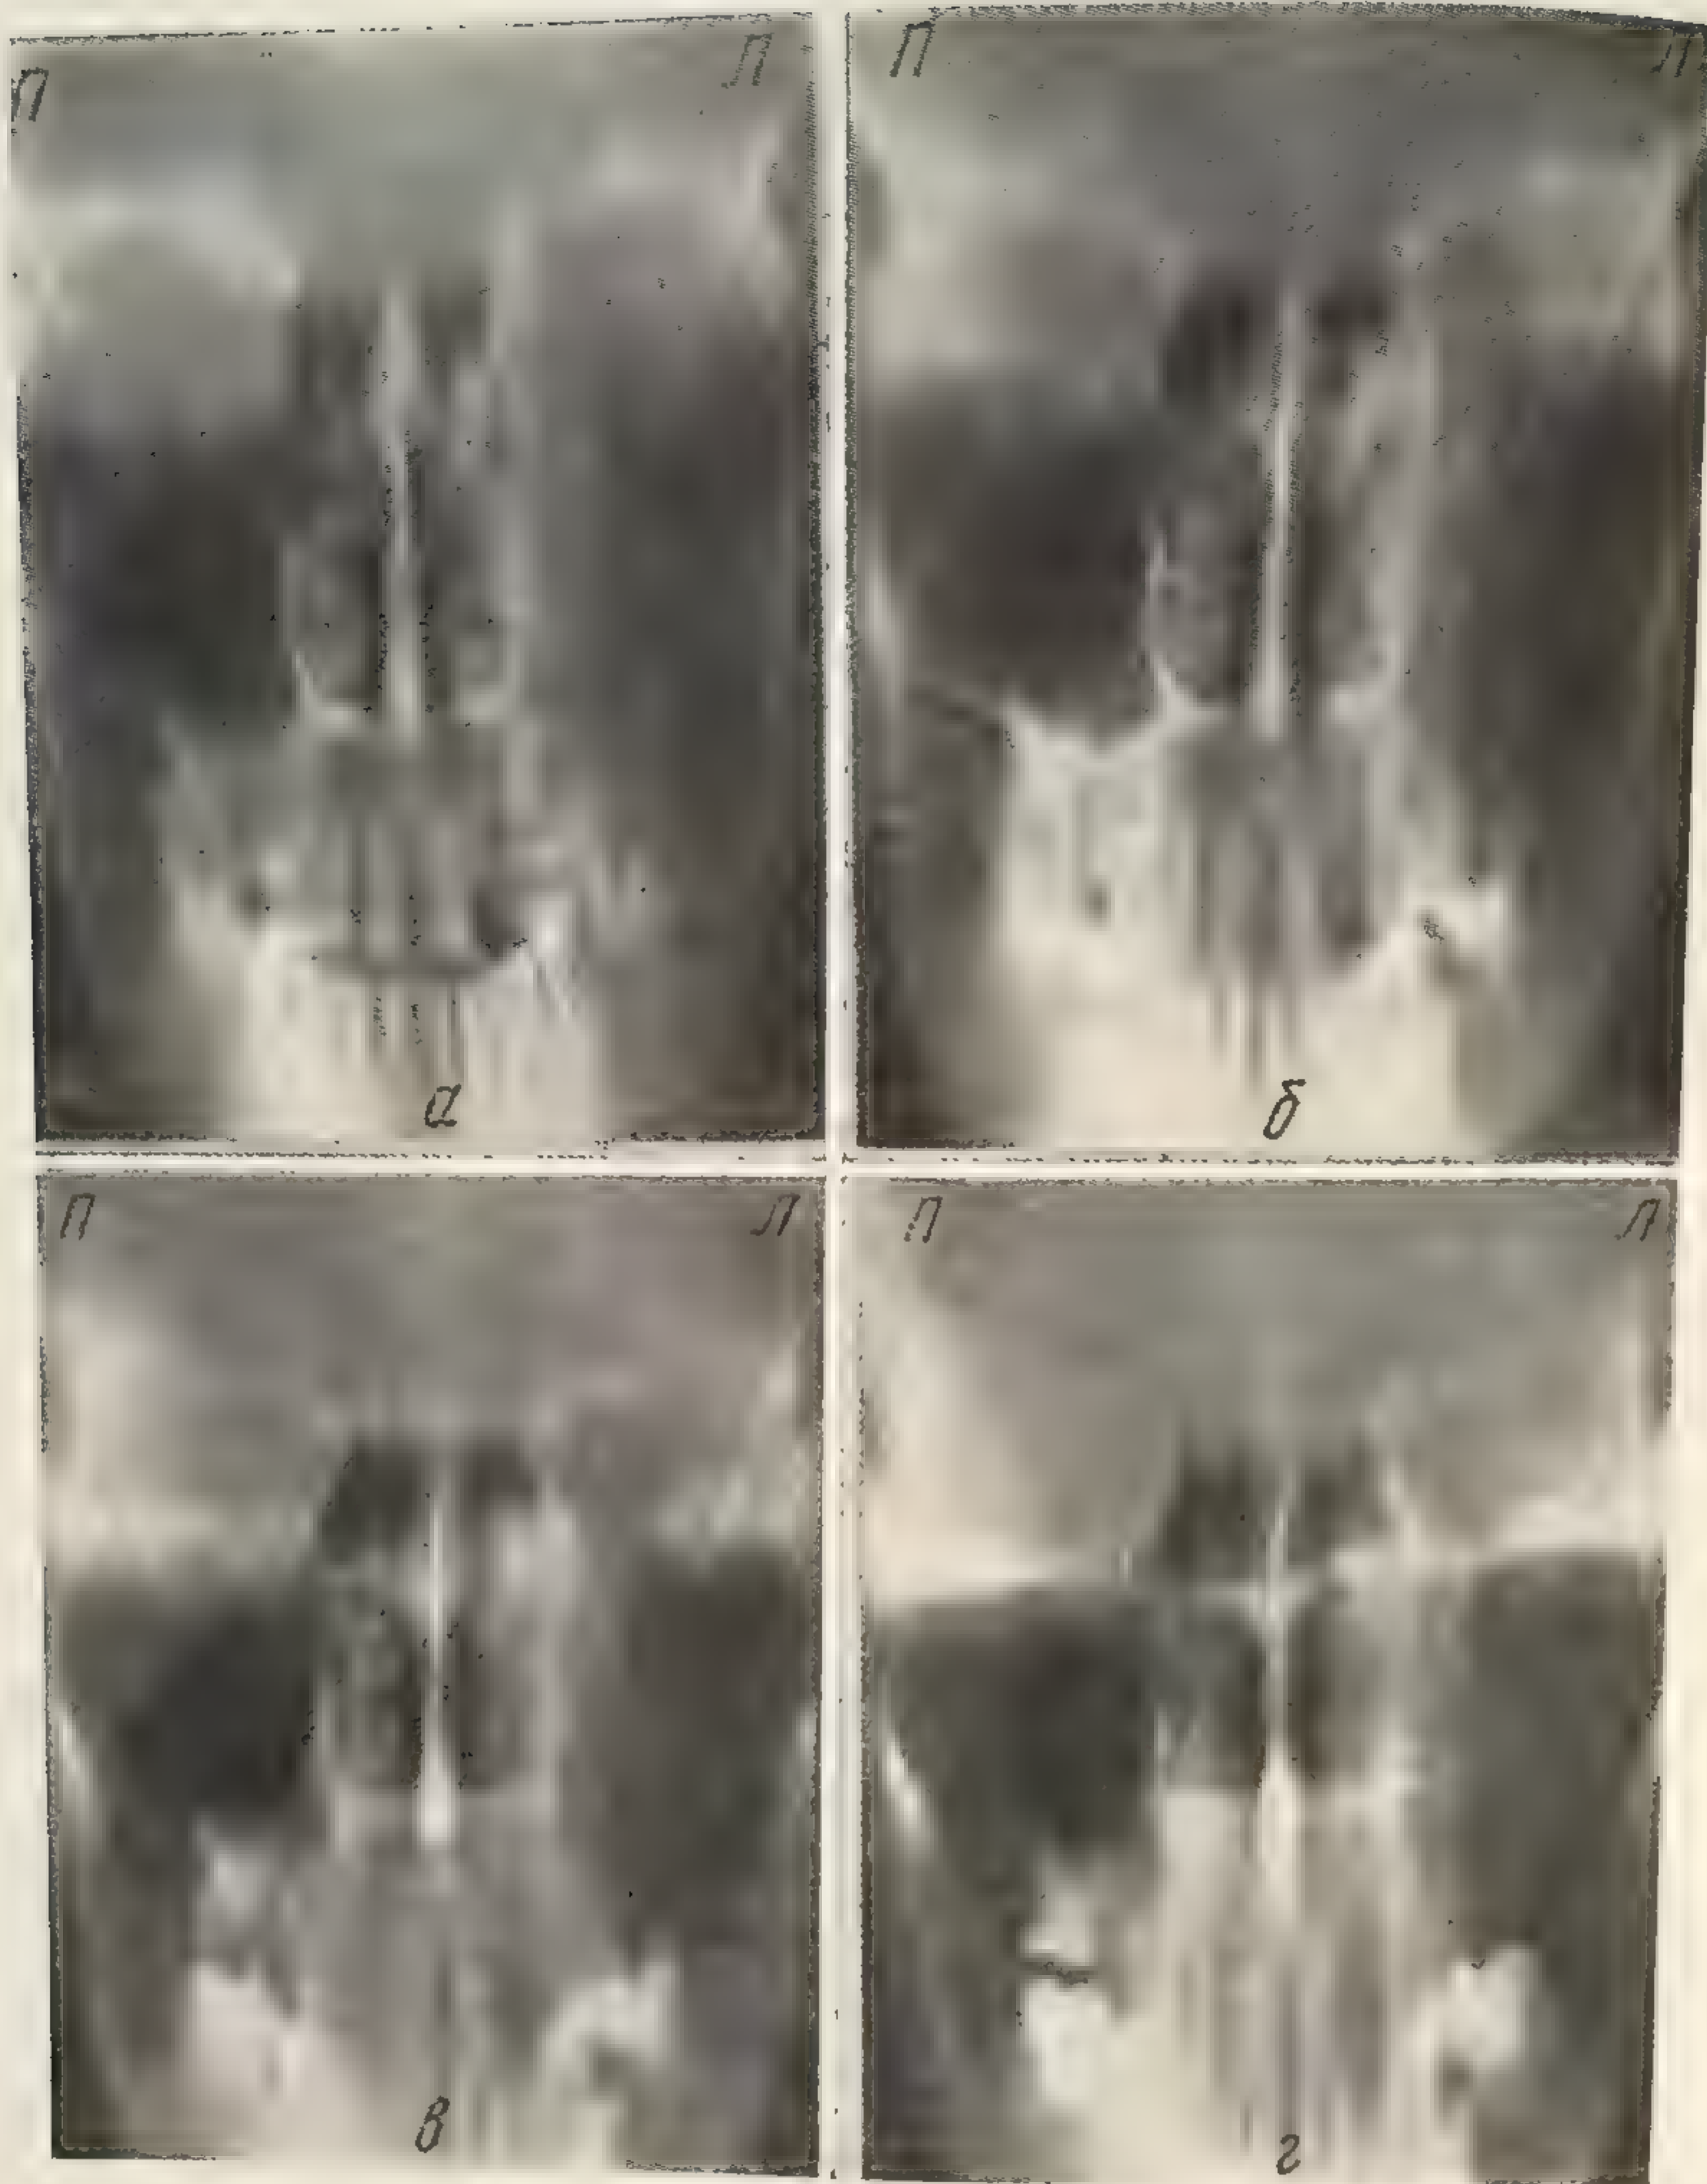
г — передние томограммы черепа в четырех слоях (3—6 см) с промежутком в 1 см между слоями. Рак левой гайморовой пазухи, нормально развитая правая гайморова пазуха с отчетливыми линейными контурами, видимыми только в слое (б) на глубине 4 см.
